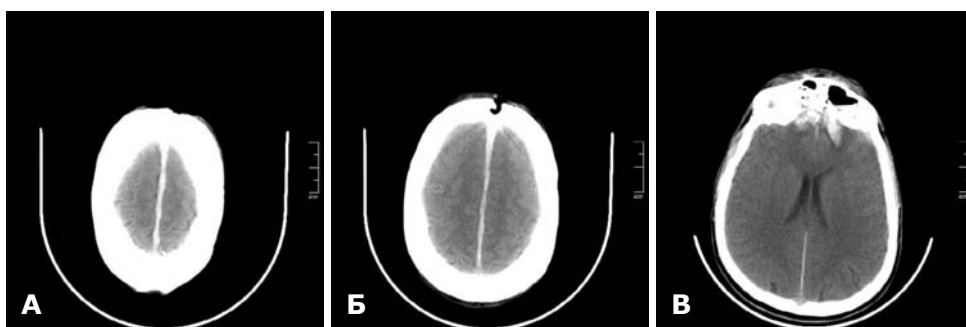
СКТ головного мозку до операції. Мозковий режим. Наскрізне діагональне поранення головного мозку. А — пластинчаста субдуральна гематома міжпівкульної щілини; Б — вхідний отвір проникаючого вогнепального поранення; В — вогнищевий забій в базальних відділах правої та лівої лобових часток.
